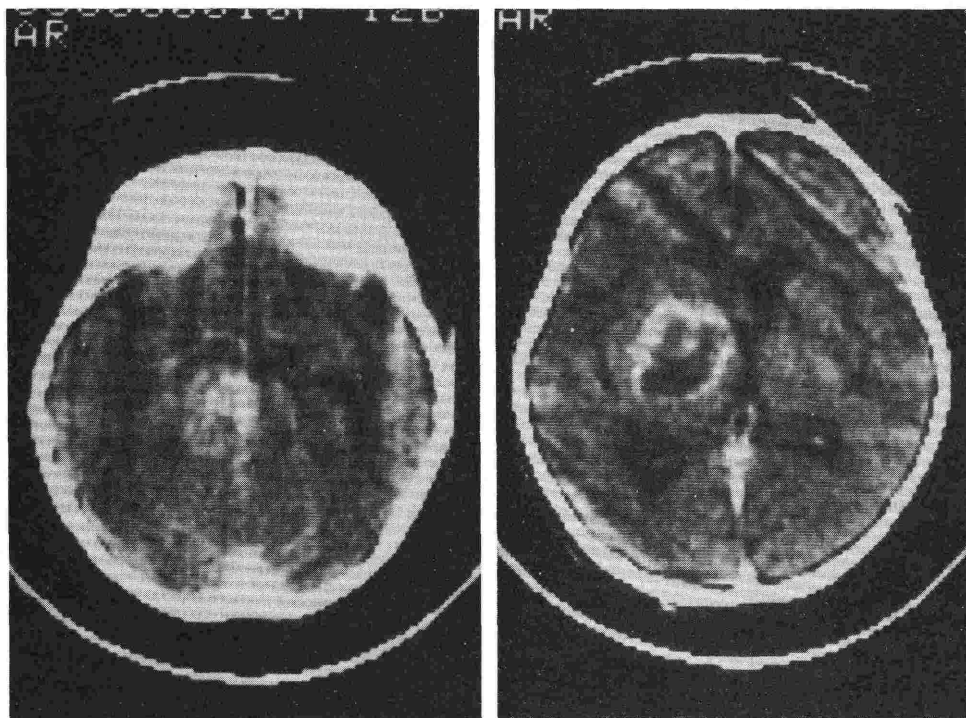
Case 2. Computerized tomography scans (with contrast enhancement) three weeks before the onset of sustained hypertension. An enhanced mass is demonstrated at the level of the midbrain (left) to that of the left thalamus and basal ganglia (right).
